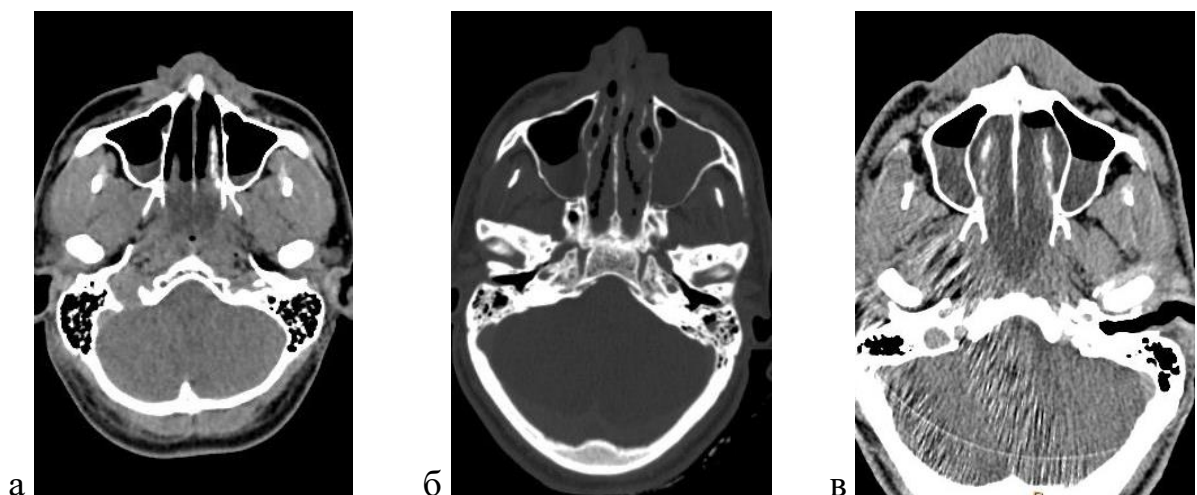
а, б, в - Содержимое в полостях носа и носоглотки. Посмертное КТ-исследование
